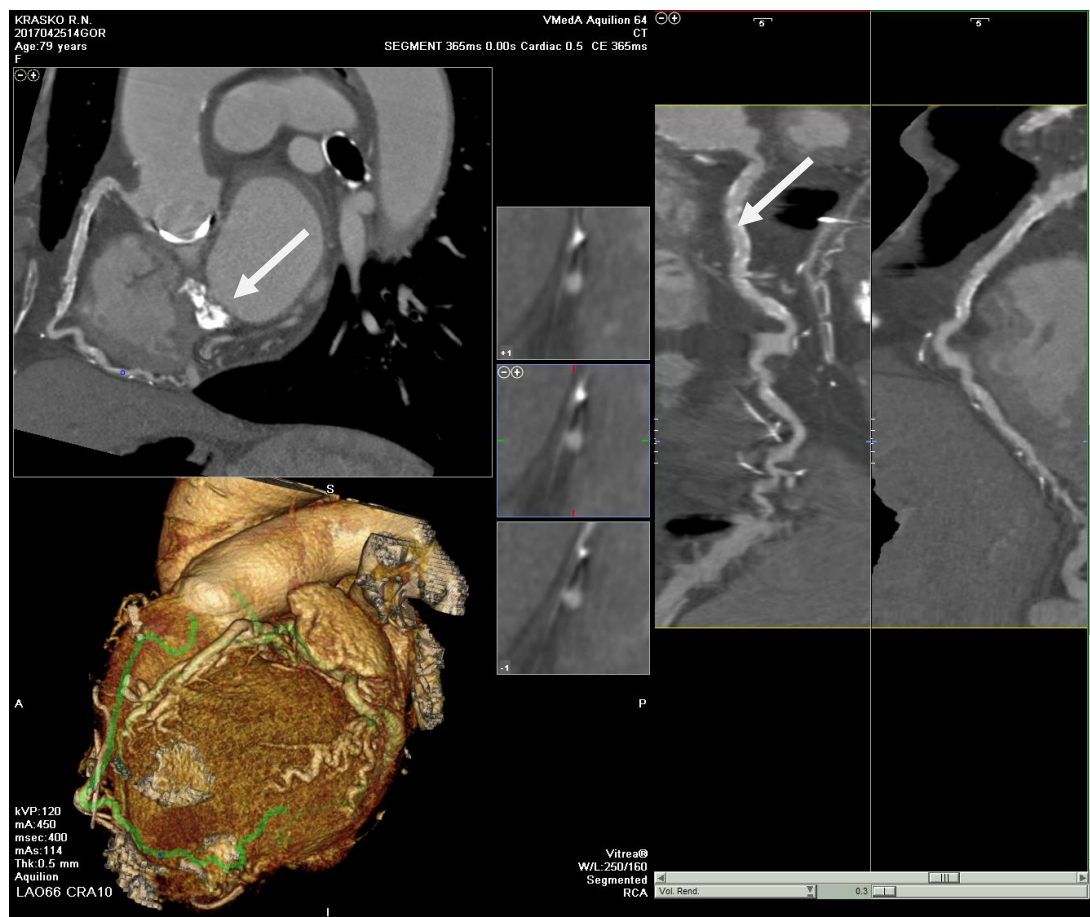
Депозиты кальция в коронарных артериях при исследовании методом КТ.
